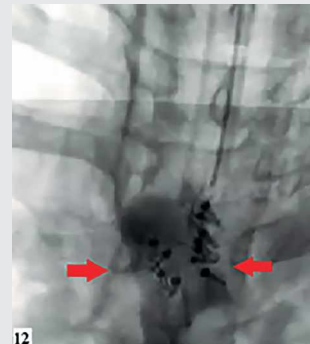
При рентгеноскопии с водорастворимым контрастом данных за экстравазацию не получено
